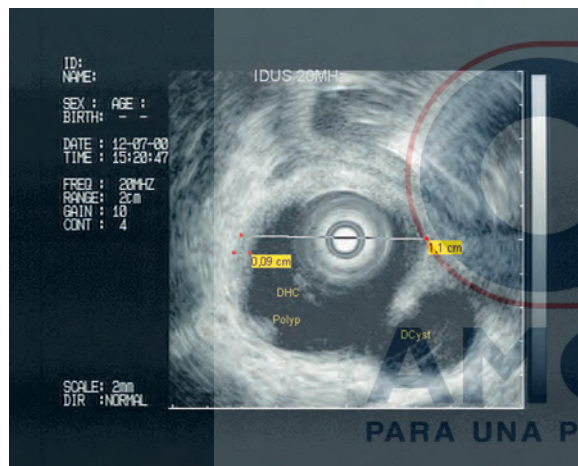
Adenoma de la papila con crecimiento intraductal. El ultrasonido intraductal es particularmente útil para detectar crecimiento intraductal (pólipos) y por ello se indica cuando la cirugía es requerida. DHC: Ducto hepático común. DCyst: Quiste ductal.
